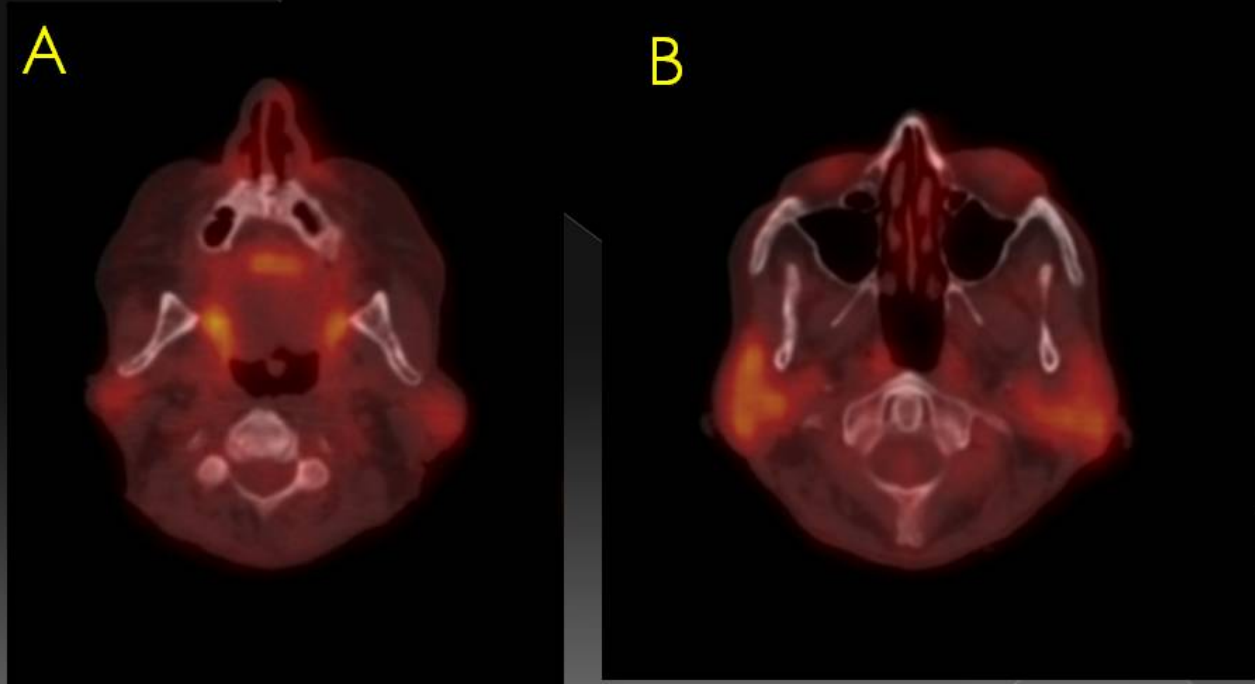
Imágenes de fusión PET-TC que muestran la captación fisiológica del anillo de Waldeyer (A) y de las parótidas (B).
